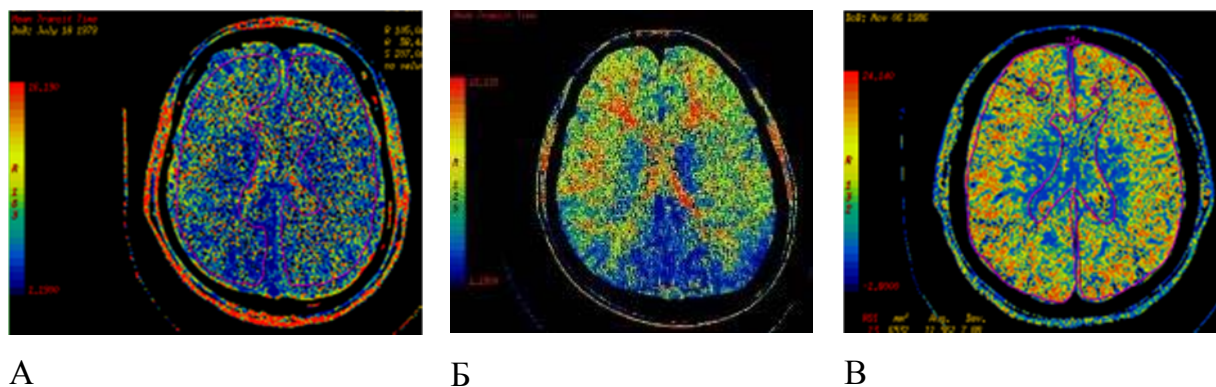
Примеры СКТ-перфузионного исследования при болезни Мойя-мойя:
